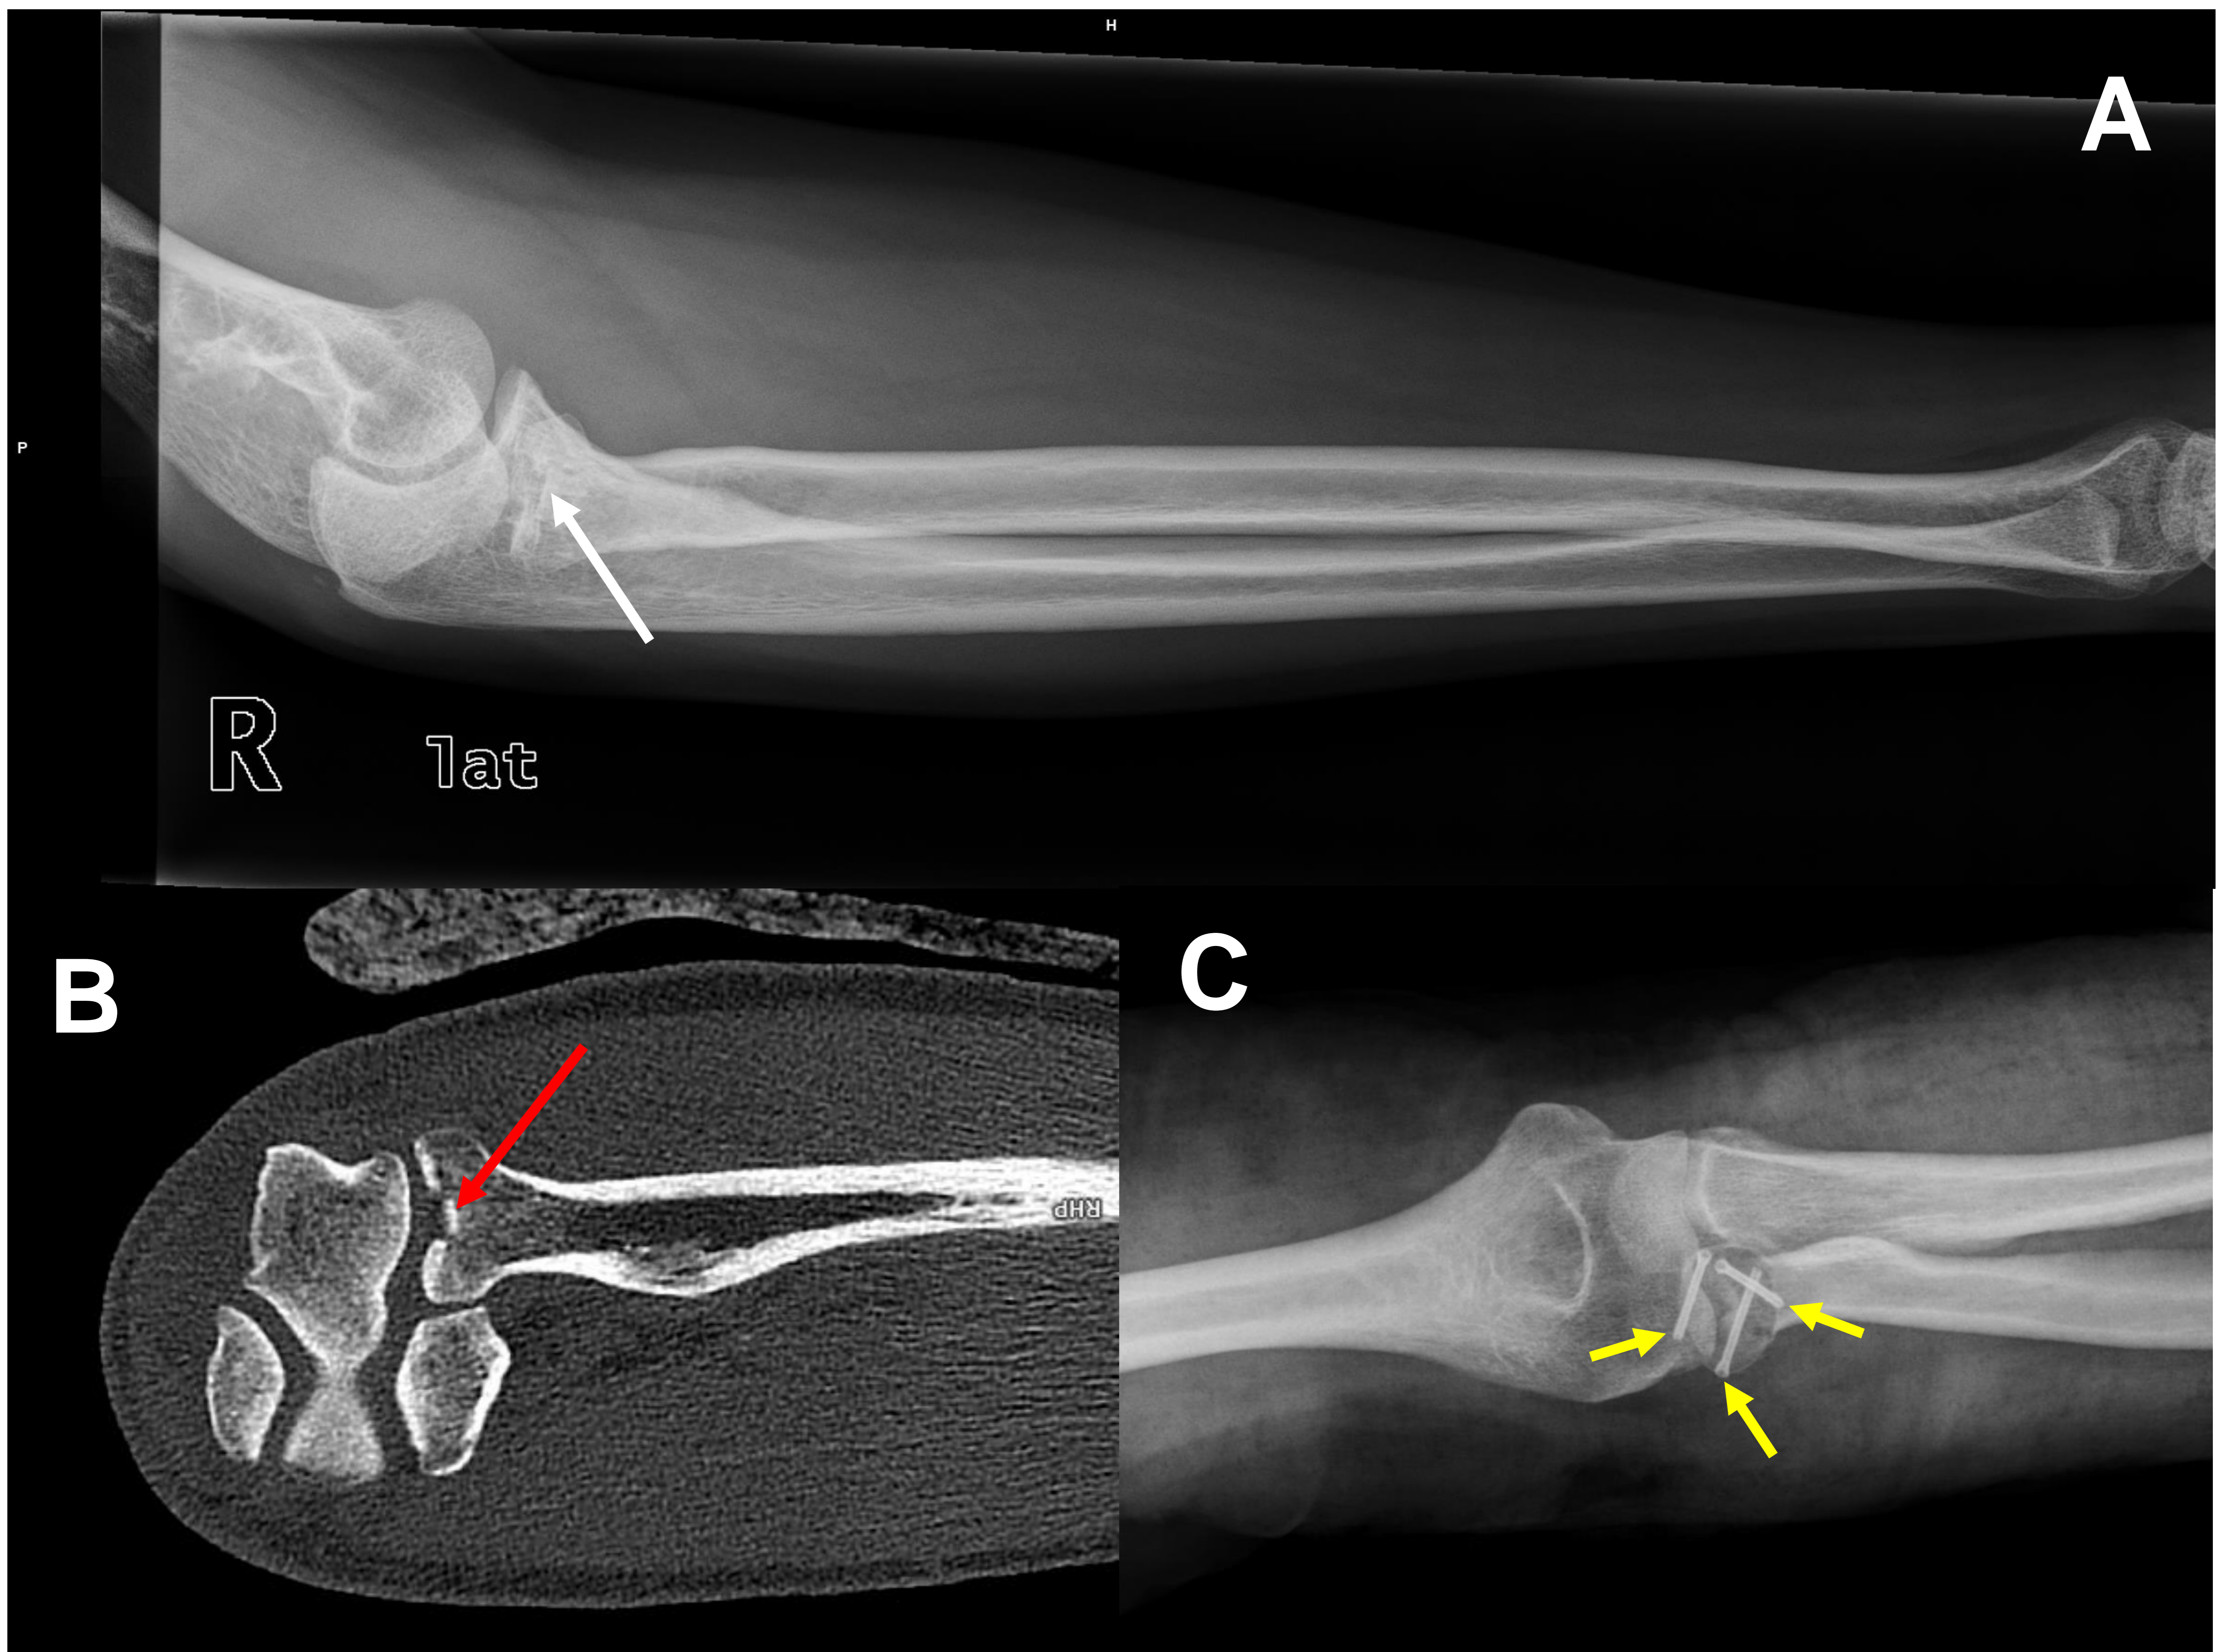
A) Radiografía lateral del antebrazo derecho con leve hundimiento central en cabeza radial (flecha blanca), sin líneas de fractura ni luxación distal.
